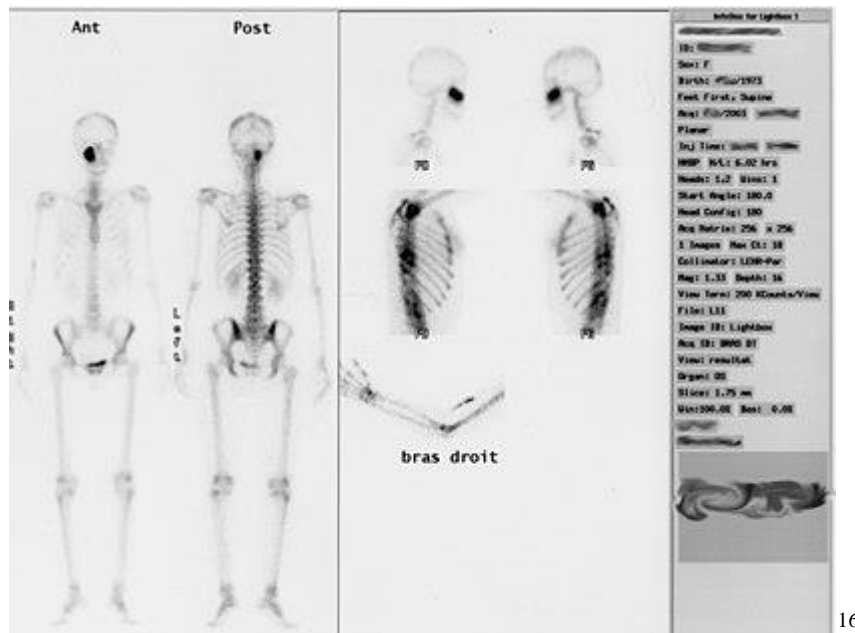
La scintigraphie
